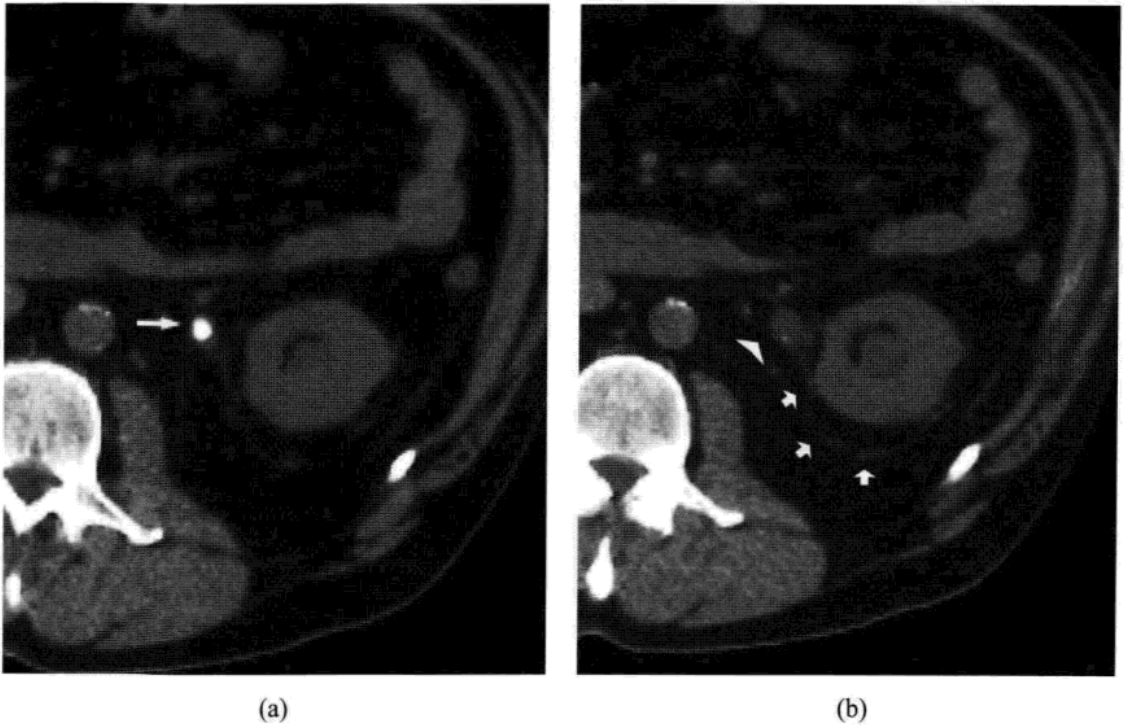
平扫螺旋 CT(non-contrast helical CT, NCHCT)。(a)左输尿管结石(箭), 表现为典型的轮缘征。(b)近段输尿管(箭头)、收集系统扩张, 显示肾周索条影。
